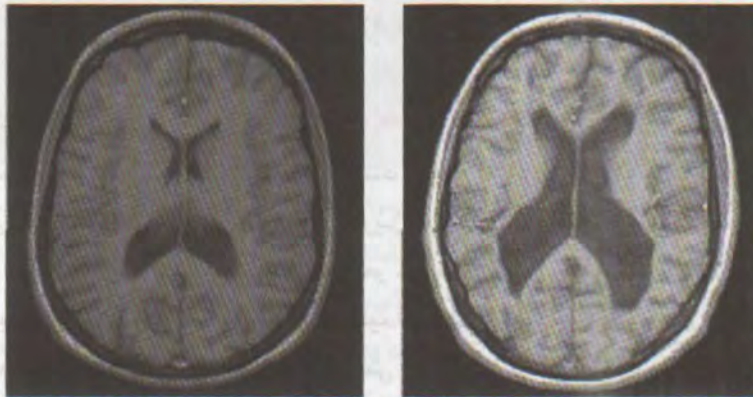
Ventricles are enlarged in schizophrenic brains even on T₂-weighted MRI scans. Healthy brain (left) compared with brain with schizophrenia (right). With permission of Dr M. Pechoni.
